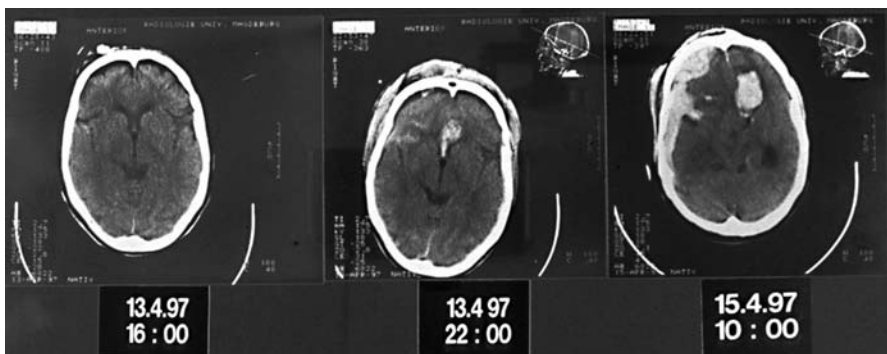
Verlaufs-CTs nach Schädel-Hirn-Trauma. Das erste CT zeigt nur geringe Auffälligkeiten, 6 Stunden später dann rechts frontal blutige Imbibierungen, zwei Tage später ein subdurales Hämatom rechts und bifrontale Einblutungen (Abb. 5.6 aus Firsching et al. 2005)
